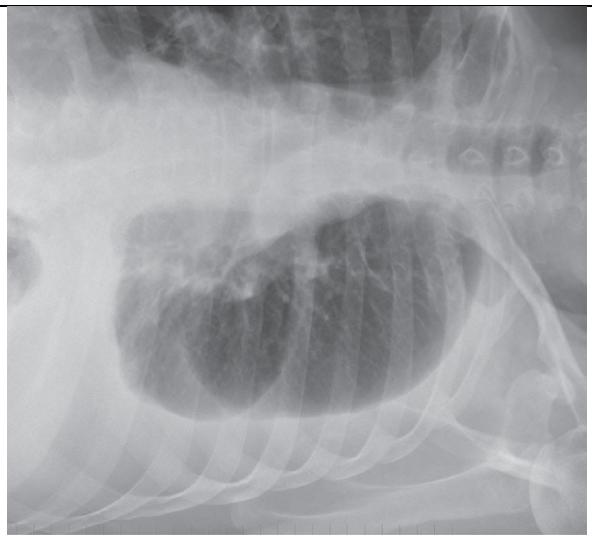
Radiographie du thorax en décubitus lateral, confirmation de l'épanchement
